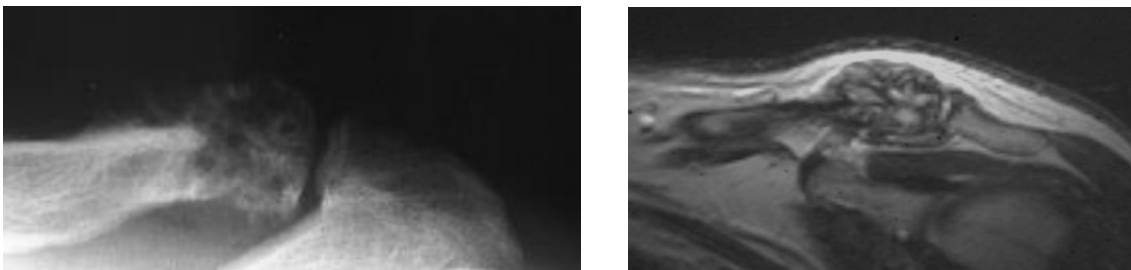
kapillär-epitheloides Hämangiom (M.-Nr.: 2003/0427, links: Röntgenbild, rechts: MRT-Aufnahme (T1-gewichtet))
